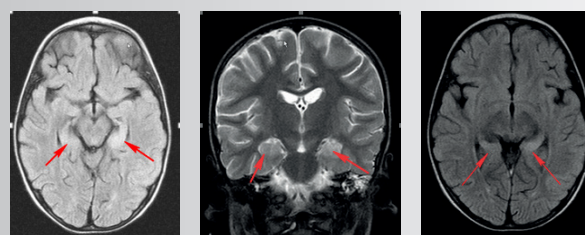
МРТ головного мозга спустя 14 дней после дебюта
